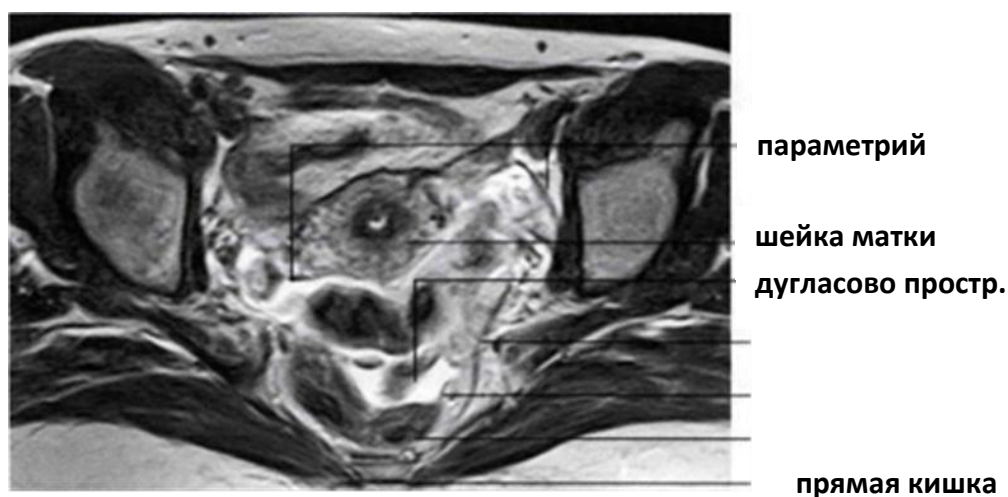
МР-томограмма органов женского таза (T2 ВИ в аксиальной проекции)
